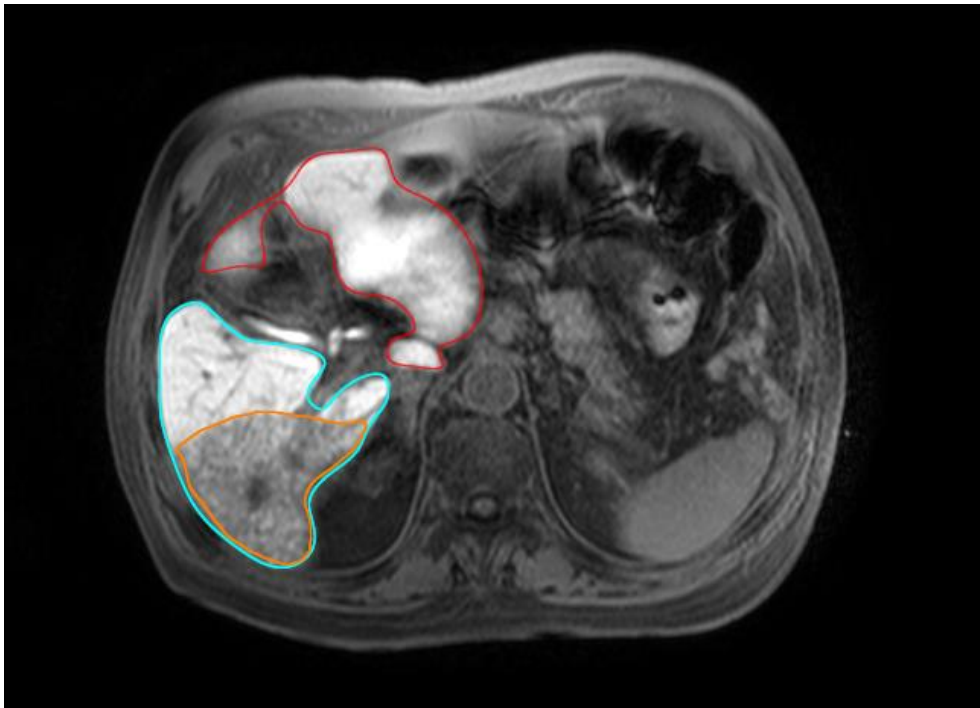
6-Wochen-FU-MRT, WATS-Wichtung: Funktionsausfall (orange) mit der Metastase aus Abbildung 4, therapierter Leber-lappen (cyan), nicht therapierter Lappen (rot)
